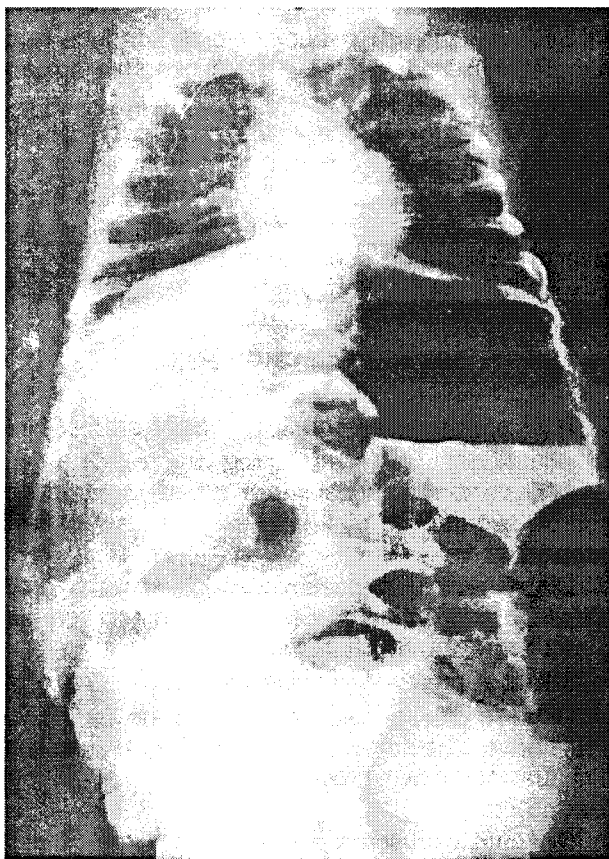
Radiografii abdominale pe gol.
